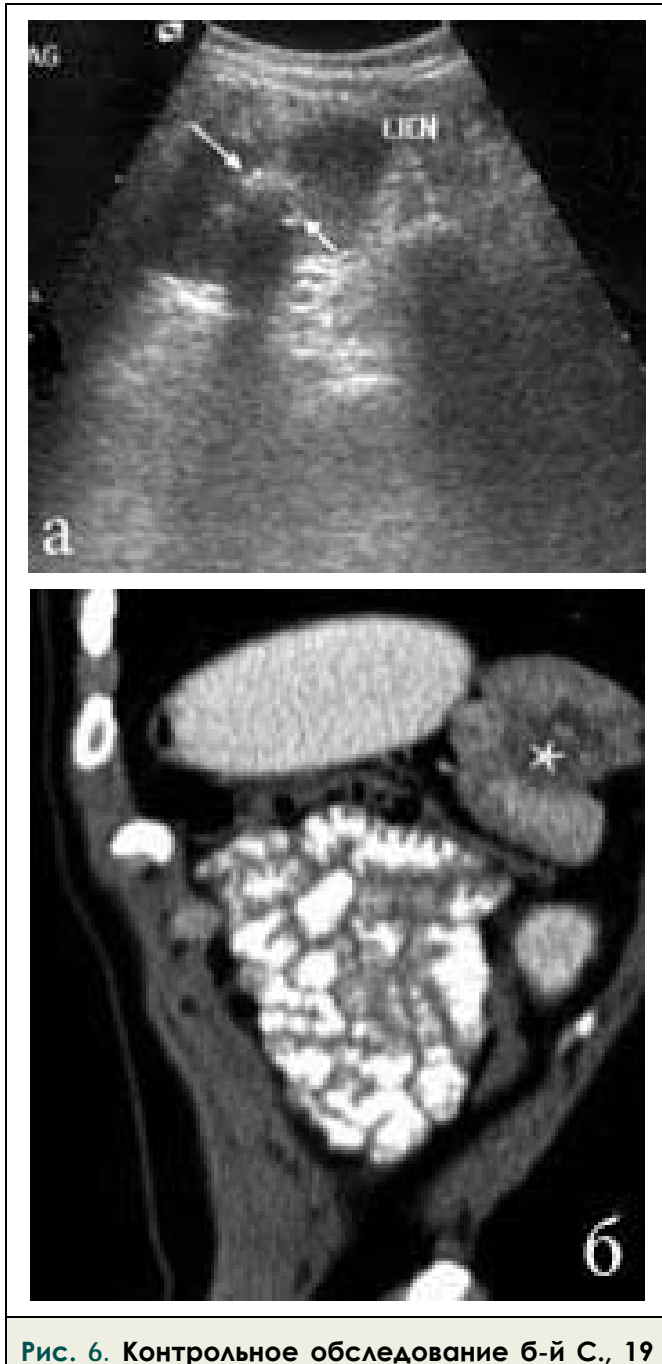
Контрольное обследование 6-й С., 19 лет, через 1 год после комплексного рентгенэндоваскулярного лечения кисты селезенки.
